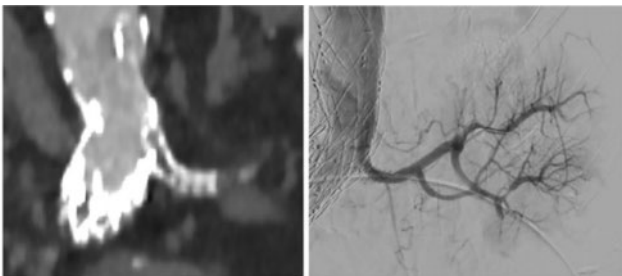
CTA mit verschlossenem Nierenarterien-Stent links nach EVAR (links). Angiographie nach Rekanalisation und Implantation zweier überlappender Stentgrafts (rechts).
